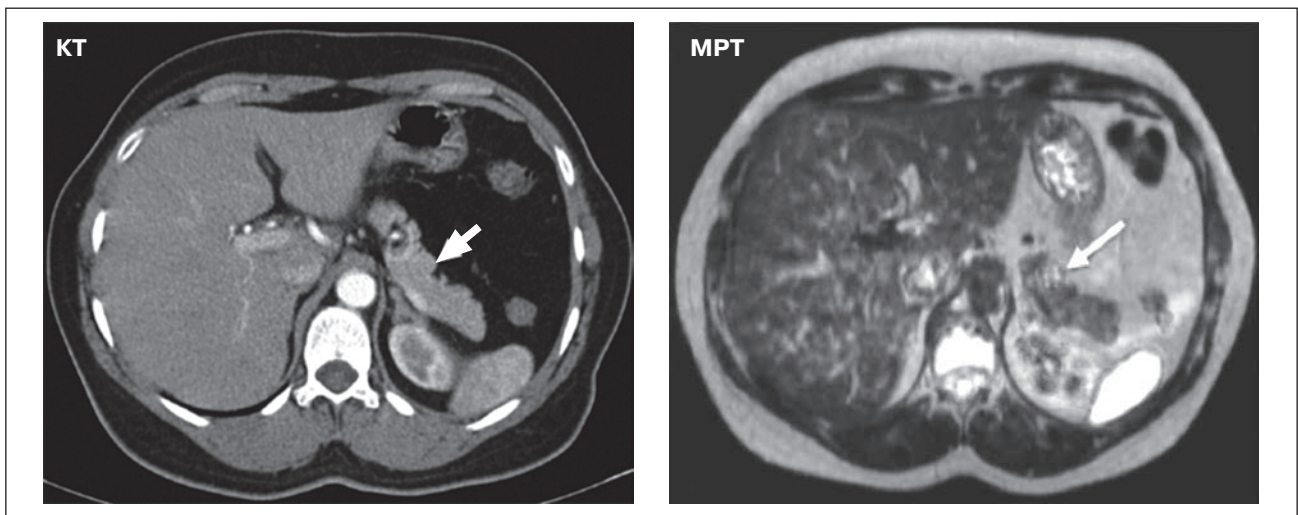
Діагностика дрібних пухлин підшлункової залози за допомогою МРТ (за Anaye A. et al. Successful Preoperative Localization of a Small Pancreatic Insulinoma by Diffusion-Weighted MRI // Journal of the Pancreas. — 2009 Sep 4. — 10(5). — 528-531)
